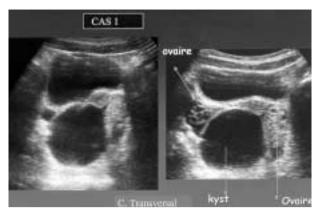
Ecografía ovario derecho torisonado con quiste.
